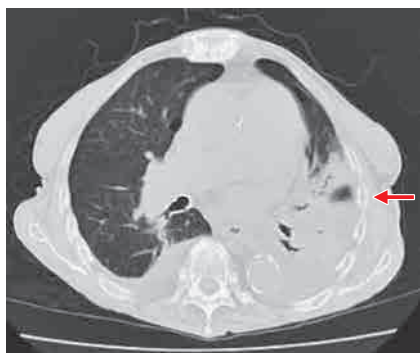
入院時 CT. 左下葉に浸潤影がある (赤矢印).
